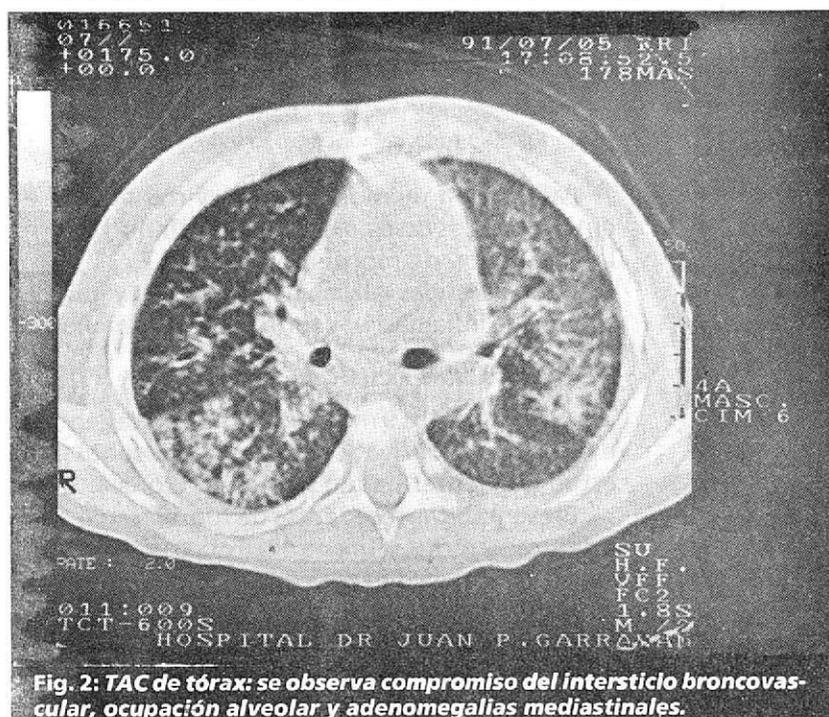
TAC de tórax: se observa compromiso del intersticio broncovascular, ocupación alveolar y adenomegalias mediastinales.
